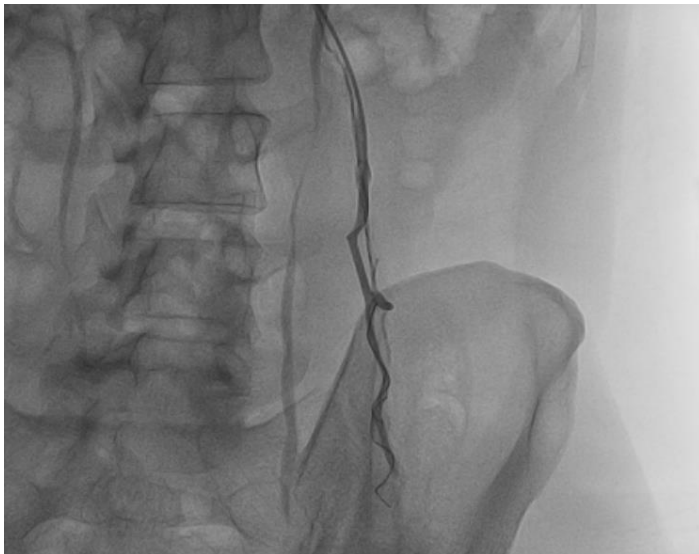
рентгенэндоваскулярная окклюзия левой тестикулярной вены путем имплантация внутрисосудистых отделяемых спиралей.
